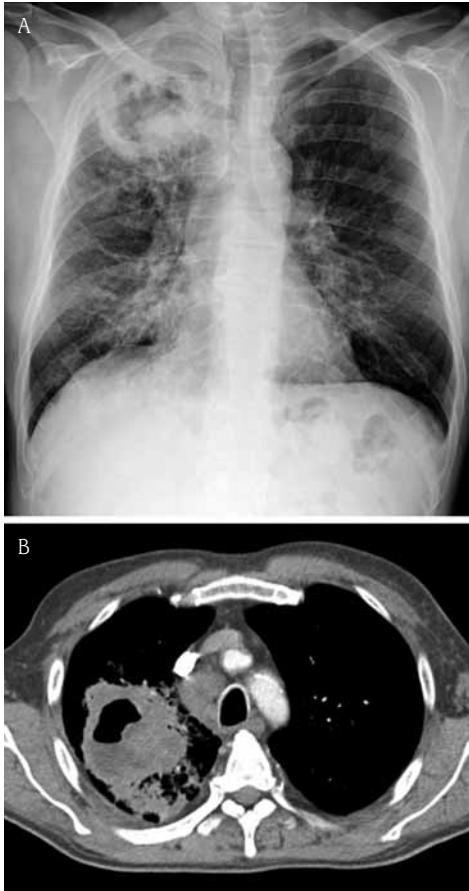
Carcinoma epidermoide en un paciente fumador de 65 años, con hemoptisis. A) La radiografía de tórax muestra una gran cavidad en el lóbulo superior derecho. B) La TC confirma la lesión, que presenta una pared gruesa e irregular. Existen adenopatías paratraqueales derechas.
